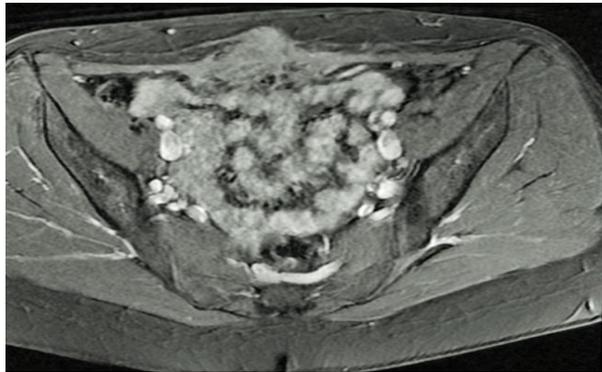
Aspect IRM montrant le rehaussement hétérogène après injection de gadolinium
